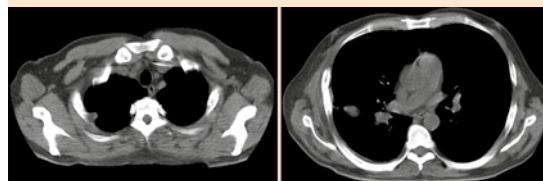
Tomografía axial computada (TAC) de tórax de control que evidencia disminución de consolidación con respecto a la TAC de ingreso.
